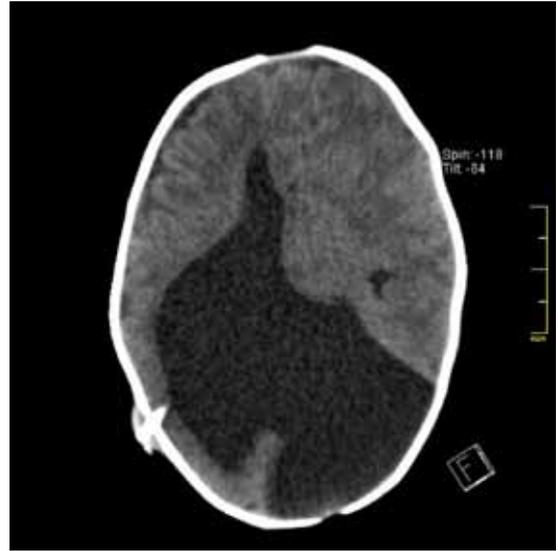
Tomografía axial computada al mes de vida. Se observa gran dilatación ventricular derecha.
